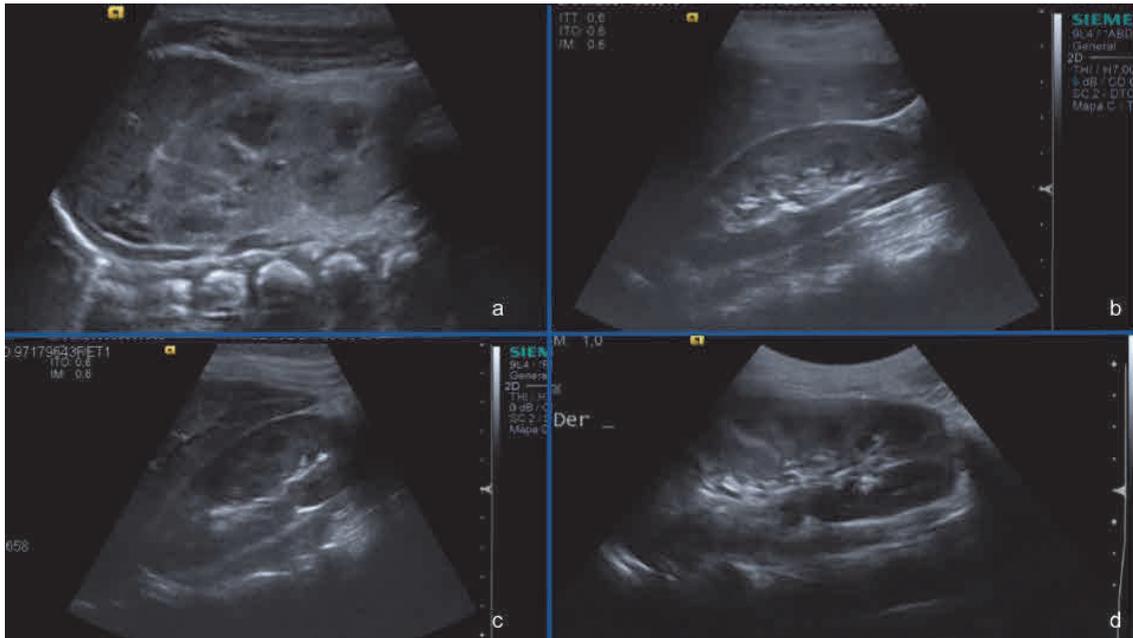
Comparativa de transductores en ecografía renal. Transductor lineal 7-9 MHz en paciente neonato (a), cuatro meses (b) y nueve años (c). Transductor convex 4 MHz en paciente de nueve años (d). Fuente propia.
